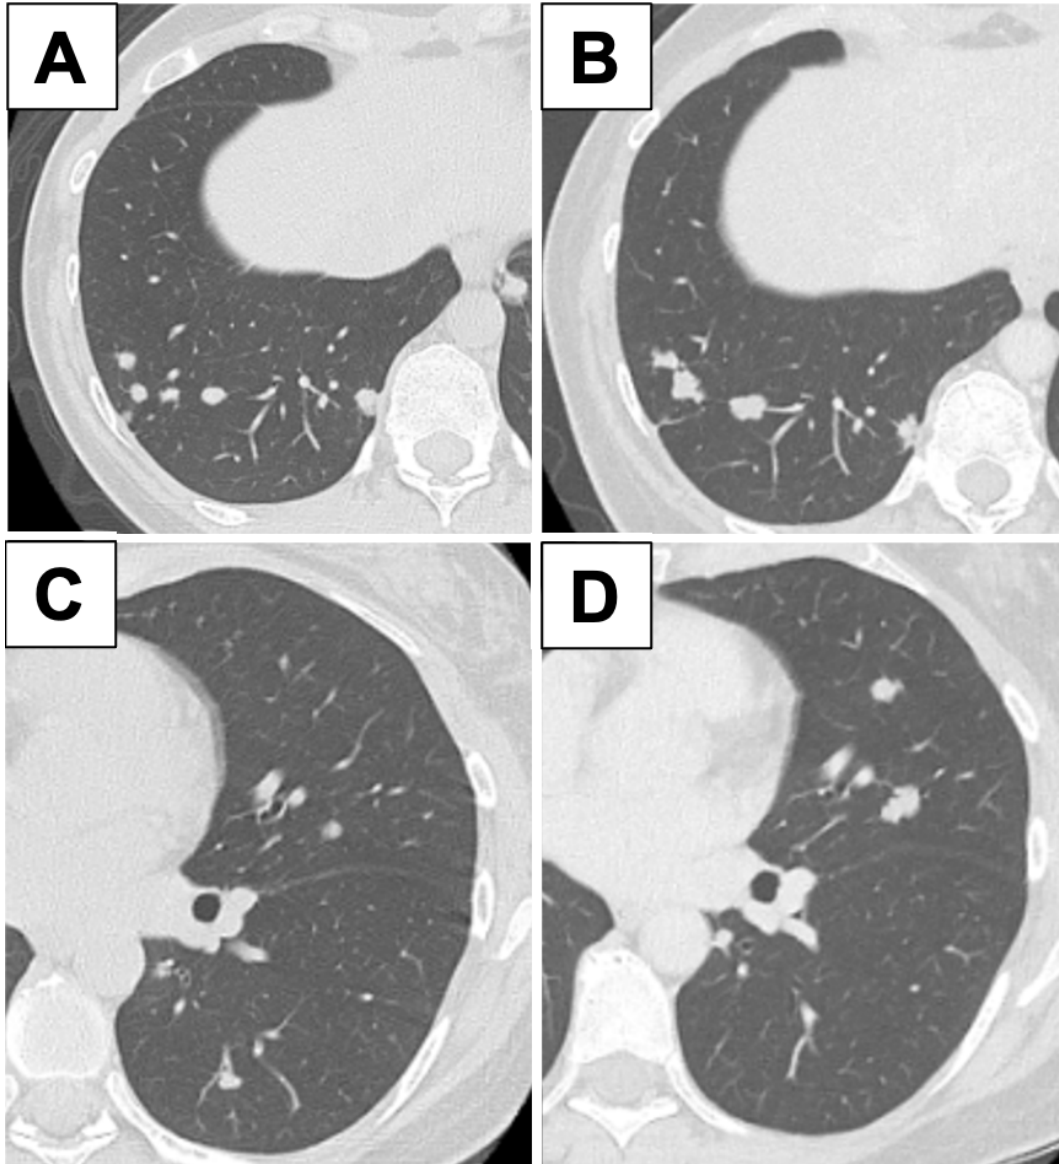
Computed tomography reveals bilateral multiple small nodular lesions in both lungs. Some have grown large for 8 years (A•C: year X-8, B•D: year X).
